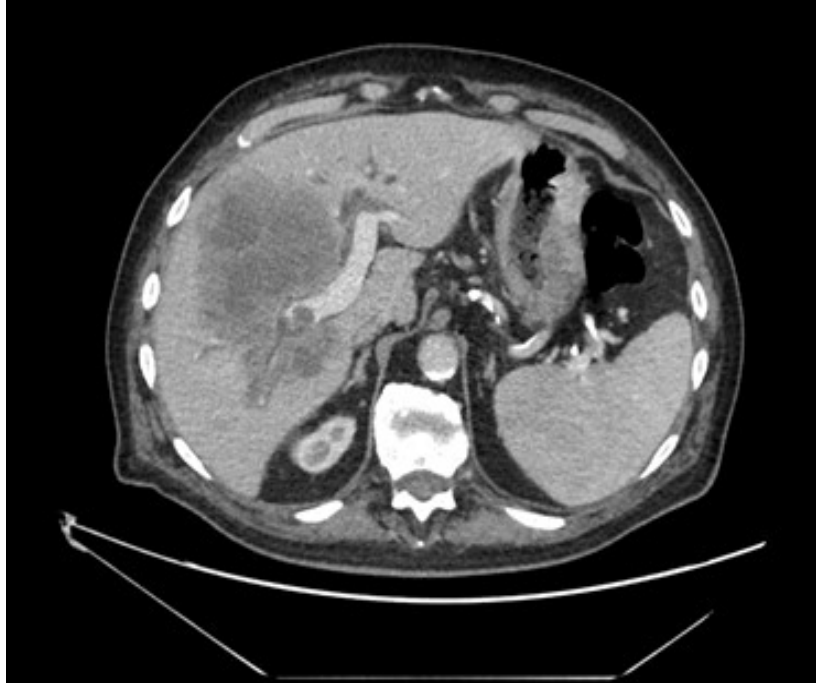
TC toraco-abdomino-pélvico: masa de gran extensión, 12 x 9,5, cm que ocupa lóbulo derecho así como trombosis de ramas portales derechas.
